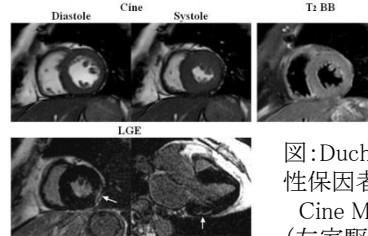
Duchenne型筋ジストロフィー女性保因者の心臓MRI画像
